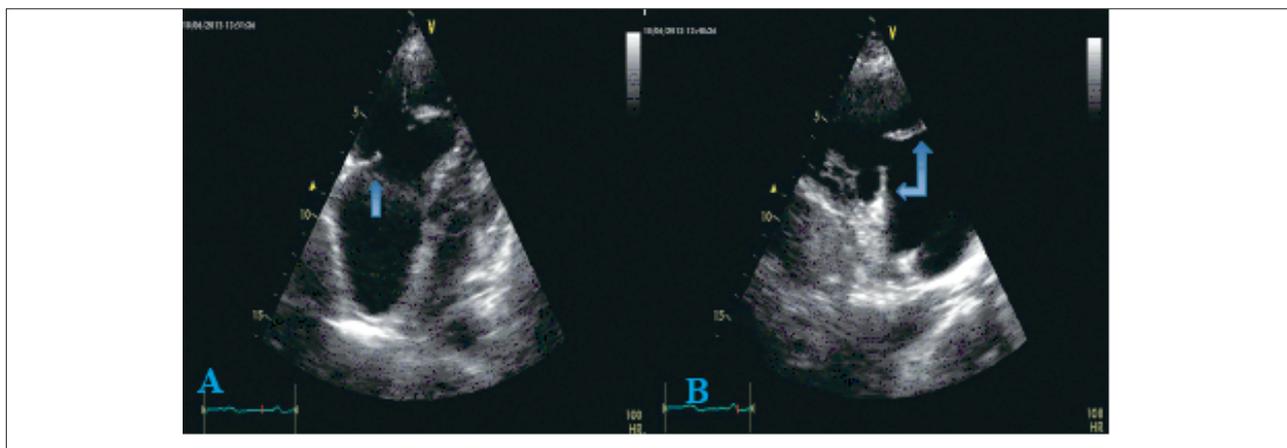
Echocardiographie transthoracique : coupe apicale (A) et parasternale grand axe (B) centrée sur les cavités droites montrant une dilatation des cavités droites avec valves tricuspides épaissies et rétractées.
